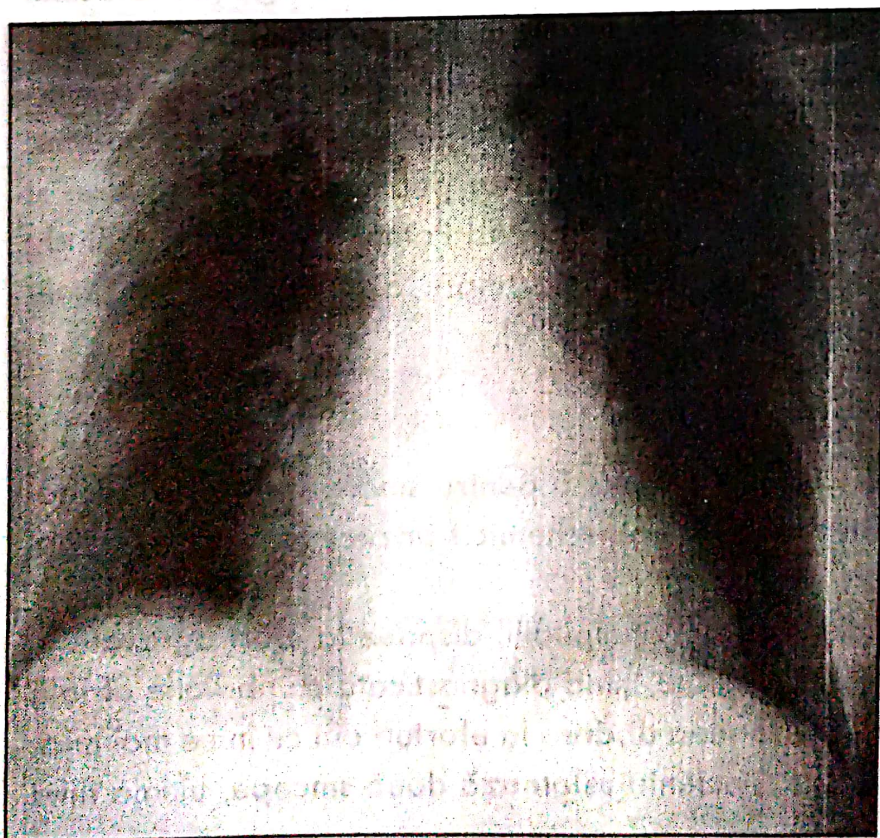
Radiografia toracică (PA): arc mijlociu stâng rectiliniu, stază venoasă pulmonară.
